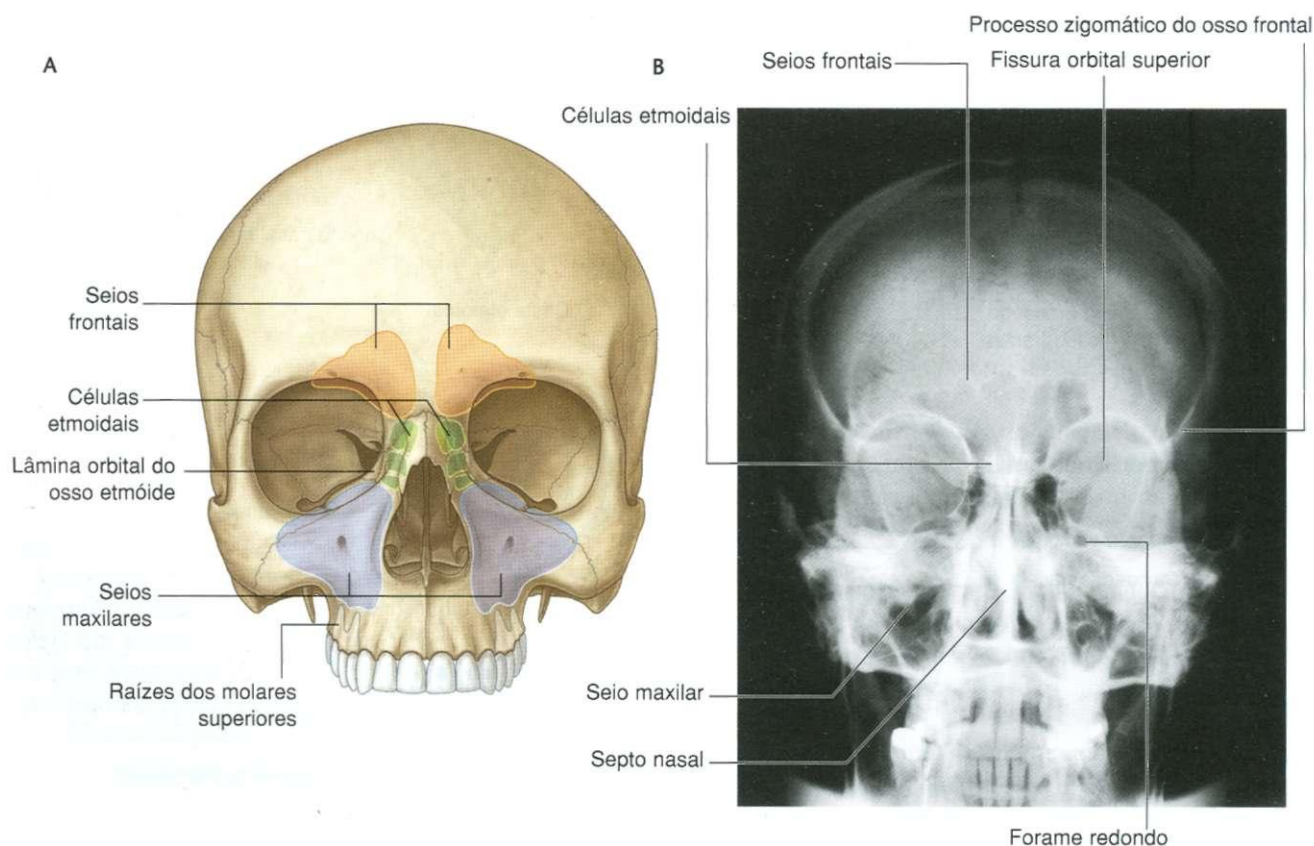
Seios paranasais. A. Vista anterior. B. Radiografia em projeção pósterio-anterior do crânio.
